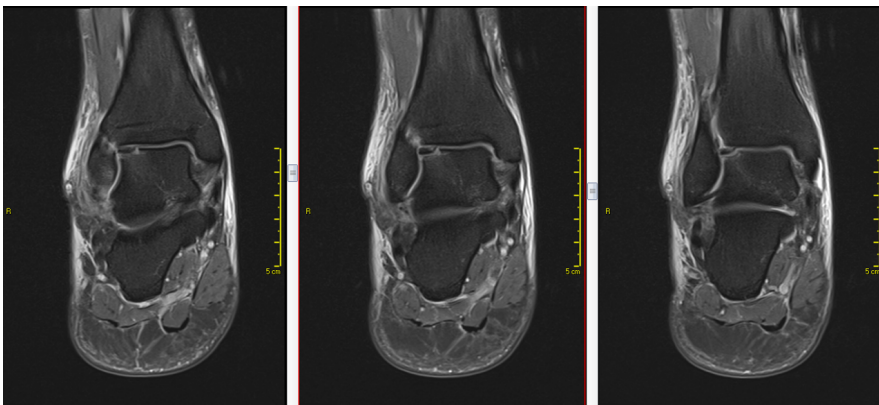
RM do tornozelo, cortes coronais ponderados em T2 com saturação de gordura (A, B e C). Sinais de inversão do fragmento osteocondral, notando-se a crescente da placa óssea subcondral do fragmento voltada inferiormente em direção do tálus e o osso medular esponjoso voltado superiormente em direção a tibia. O fragmento osteocondral encontra-se envolto por material com sinal semelhante a líquido.
